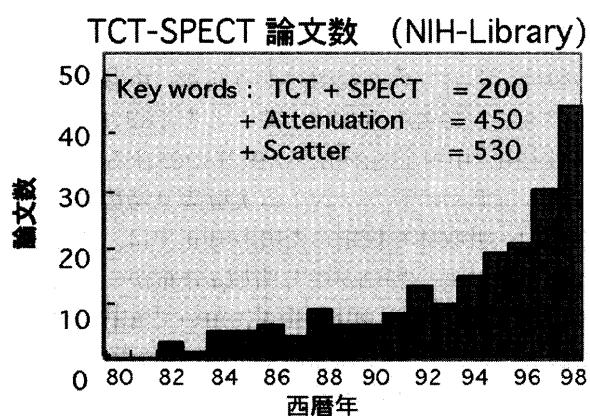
SPECTにおけるTCT利用に関する論文数。
